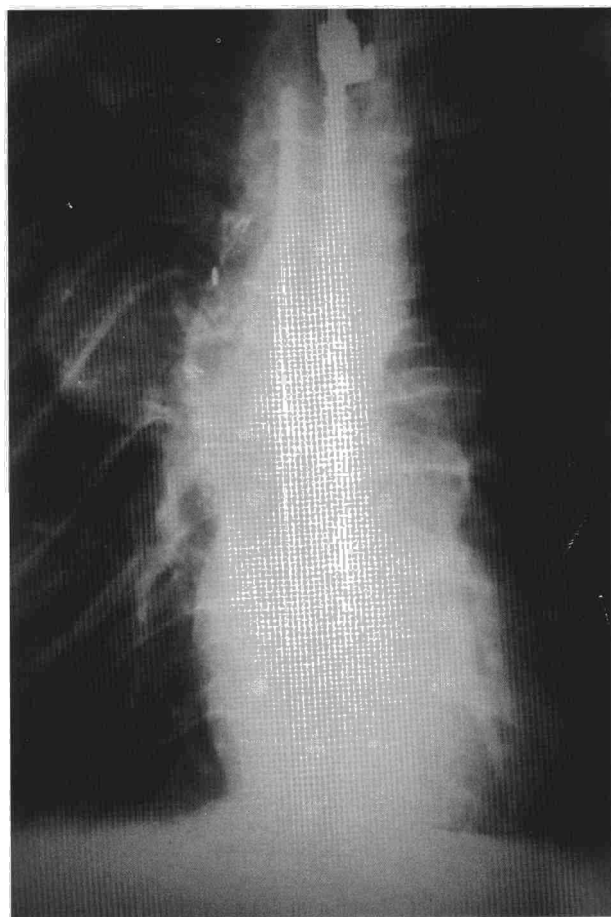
Radiografía posteroanterior de tórax. Masa redondeada bien circunscrita que parece estar situada en mediastino posterior. La densidad metal corresponde a una barra de Harrington.
